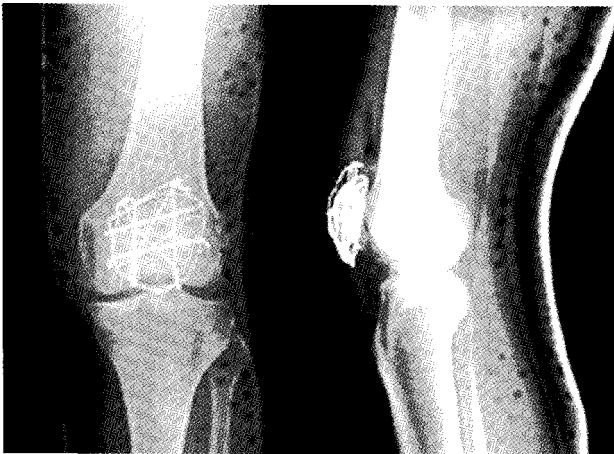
Postoperative plain radiograph shows left patella with cerclage wiring and modified tension band wirings.
